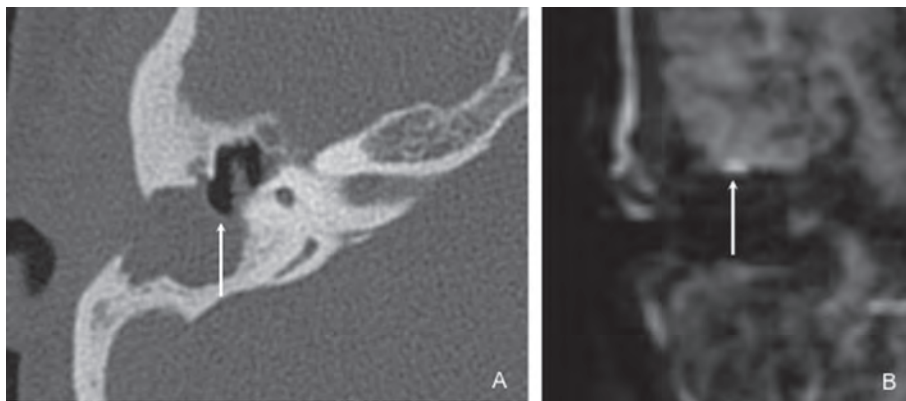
Patient avec ATCD opératoire du rocher D. Clinique d'otalgie D. CTscan, coupe axiale (A) : comblement peu spécifique de la cavité d'intervention avec niveau hydroaérique (flèche). IRM, coupe coronale DWI (B) : démontre une petite récurrence de cholestéatome (flèche), de quelques millimètres, limitée par rapport au comblement visualisé au CT.
